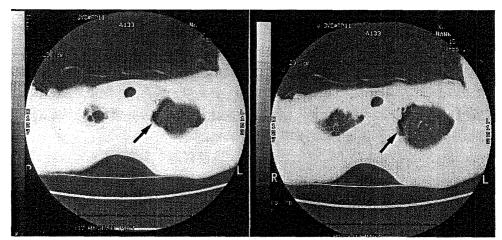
CT showing several bullae on apex of the left lung.
